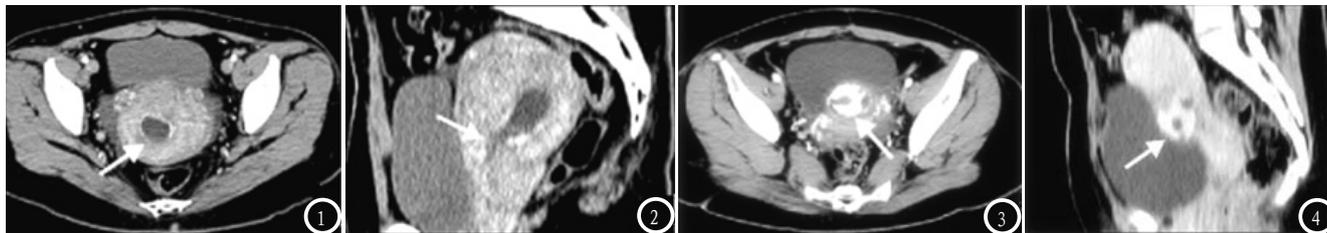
为常规组CT图像示例,患者女,34岁,经超声引导下清宫术治疗,并确诊为CSP,图像质量良好,主观评分为2分。图1显示胚囊外环状强化(箭头),图2显示胚囊前部侵入肌层可见“尾征”(箭头);图3-4 为双低组CT图像示例,患者女,34岁,经介入结合腹腔镜术治疗,并确诊为CSP,图像质量良好,主观评分为2分,图3显示胚囊基本位于宫腔内(箭头),图4显示显示胚囊呈“花环”状强化(箭头)。
